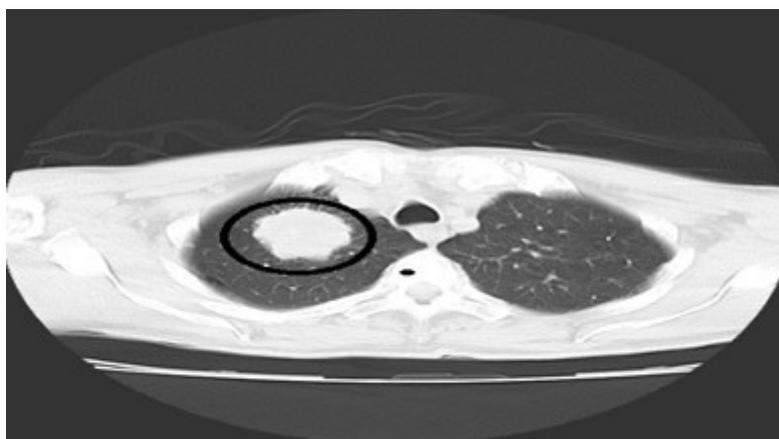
Tomografía Axial Computarizada simple contrastada de pulmón y mediastino. Se aprecia imagen hiperdensa en el segmento apical del pulmón derecho (círculo).
